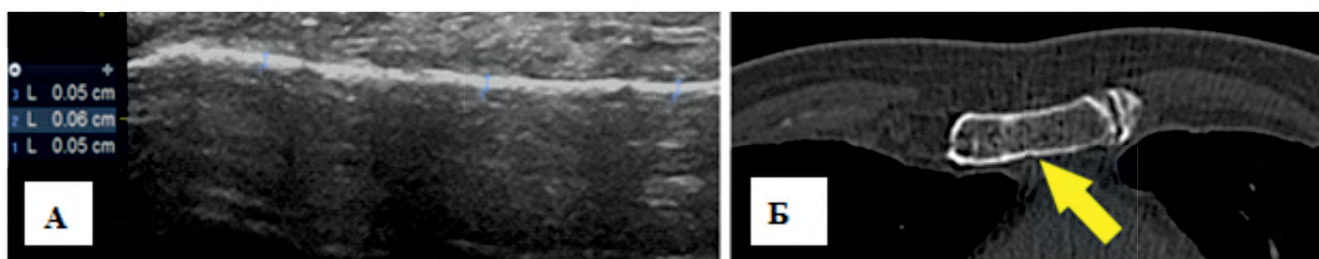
А – ультразвуковое исследование пациента с применением костно-пластического материала; Б – компьютерная томография пациента с применением костно-пластического материала
